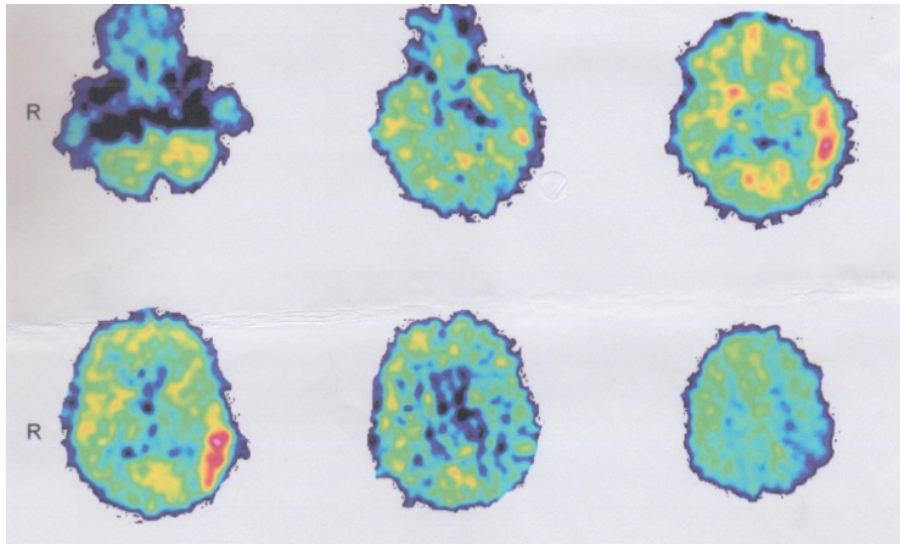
Результаты ^{18}F -ФДГ ПЭТ пациентки Б. (описание в тексте)
